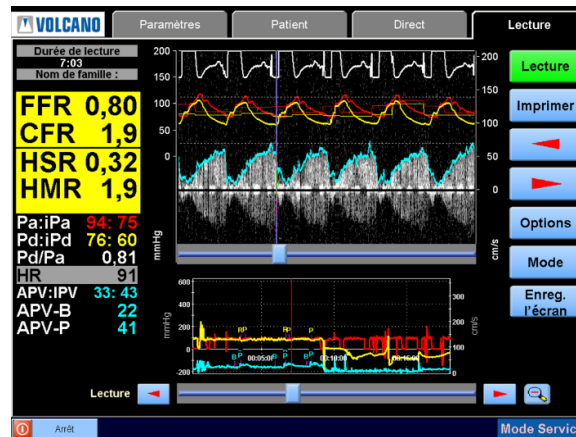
Ecran du ComboMap. En rouge et jaune, les courbes de pression aortique et distale. En bleu, la courbe de vitesse (enveloppe du signal Doppler). Sur le graphe en bas, B désigne l'état basal, et P l'instant d'injection de krenosin (hyperémie).
